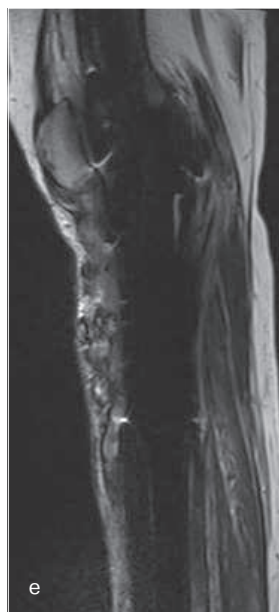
е–з. МР-исследование в режиме T2 ВИ в боковой (е) и прямой (з) проекциях, рентгенография в боковой проекции (ж) после 4-го курса химиотерапии и через 4 мес от выявления злокачественной опухоли в мягких тканях. Отмечается дальнейшая положительная динамика на проводимую химиотерапию в виде незначительного уменьшения размеров и увеличения минерализации ранее выявляемого узла. Однако в метадиафизе неизменной левой большеберцовой кости стал определяться метастаз в виде очага овальной формы солидной структуры
